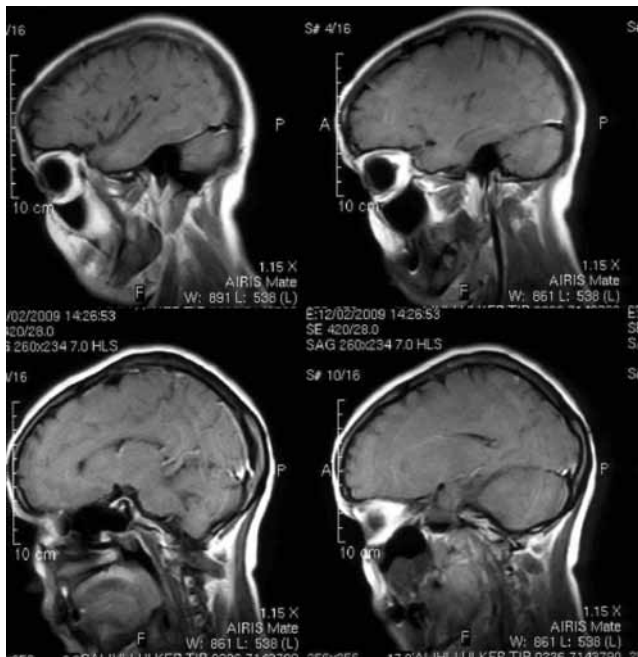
Tedavi öncesi koronal T1 flair görüntülemesinde kraniyal MRG'de izlenen diffüz dural kalınlaşma.
